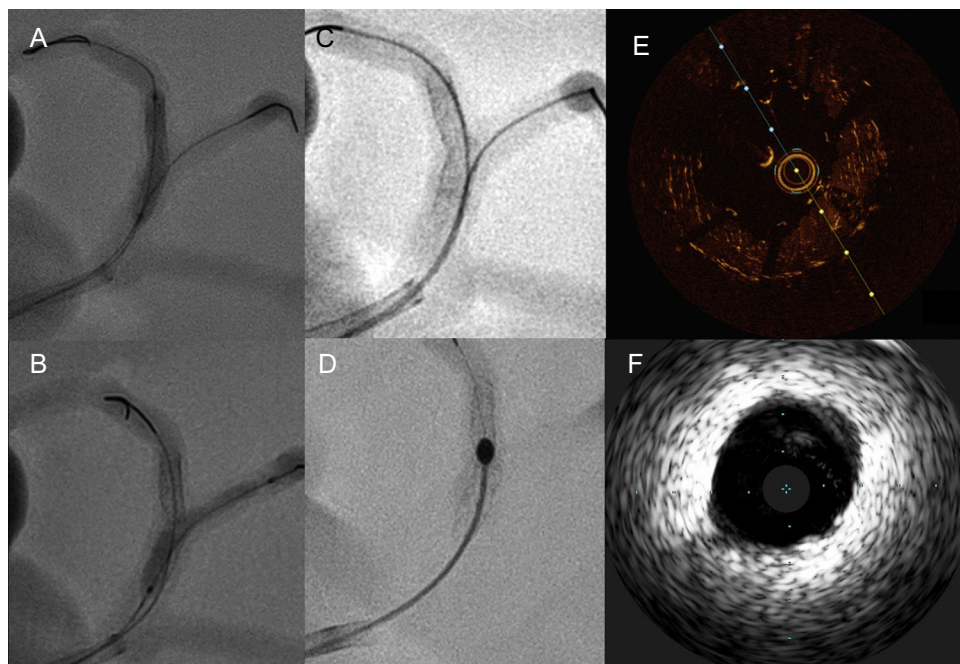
A-C: muestra una simulación de intervención coronaria sobre la bifurcación de la descendente anterior con la primera diagonal. D: rotoablación del *stent*. E: imagen de tomografía de coherencia óptica a nivel de segmento con un *stent* implantado. F: imagen de ecografía intravascular a nivel del tronco coronario izquierdo.
